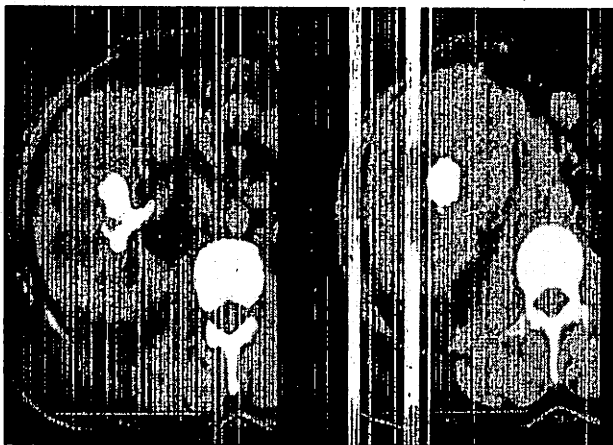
TAC renal en paciente con PX, que muestra riñón aumentado de tamaño, litiasis coraliforme, hidronefrosis severa, falta de eliminación de medio de contraste, e infiltración de la grasa perirrenal.
